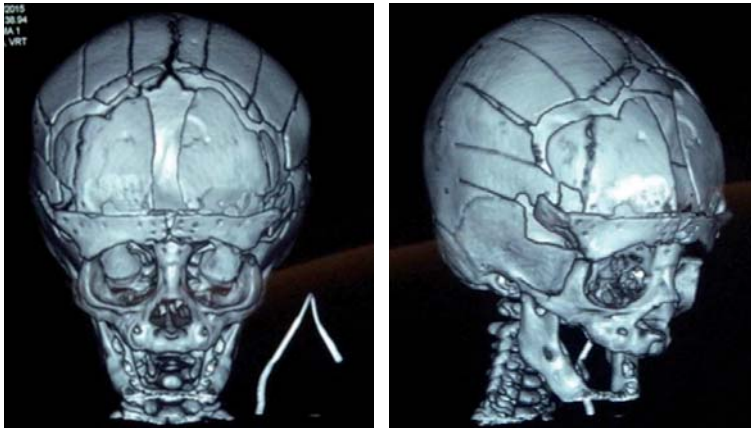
Tomografía craneal computarizada 3D de control postoperatorio. Izquierda: vista frontal. Derecha: vista oblicua.
